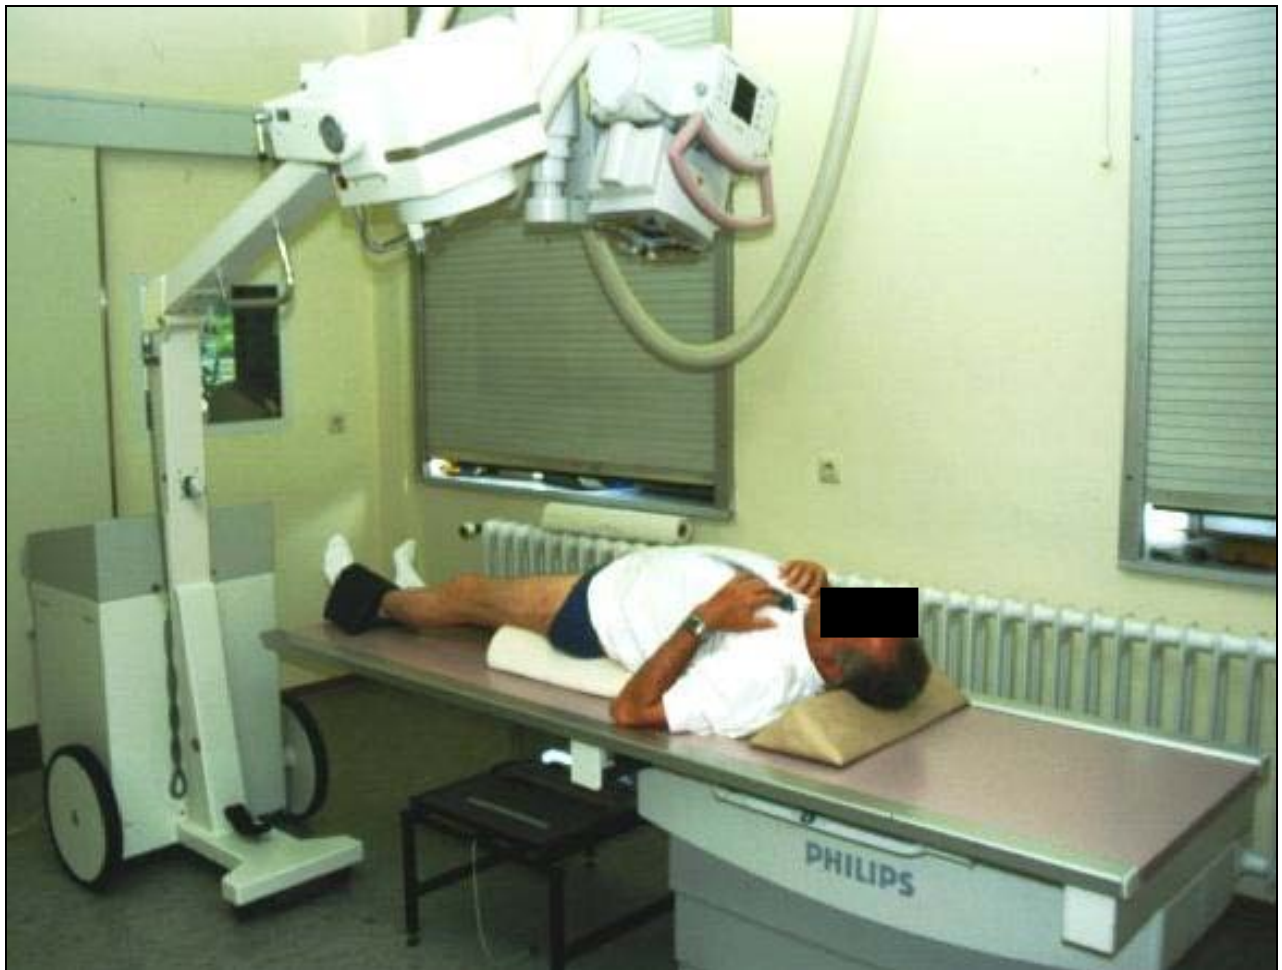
Aufbau für das RSA- Röntgen; die Röntgenröhren stehen in einem 30°- Winkel zueinander. Lagerung des Patienten mit der Hüftprothese zusammen mit dem Kalibrierungskäfig im Strahlengang.
